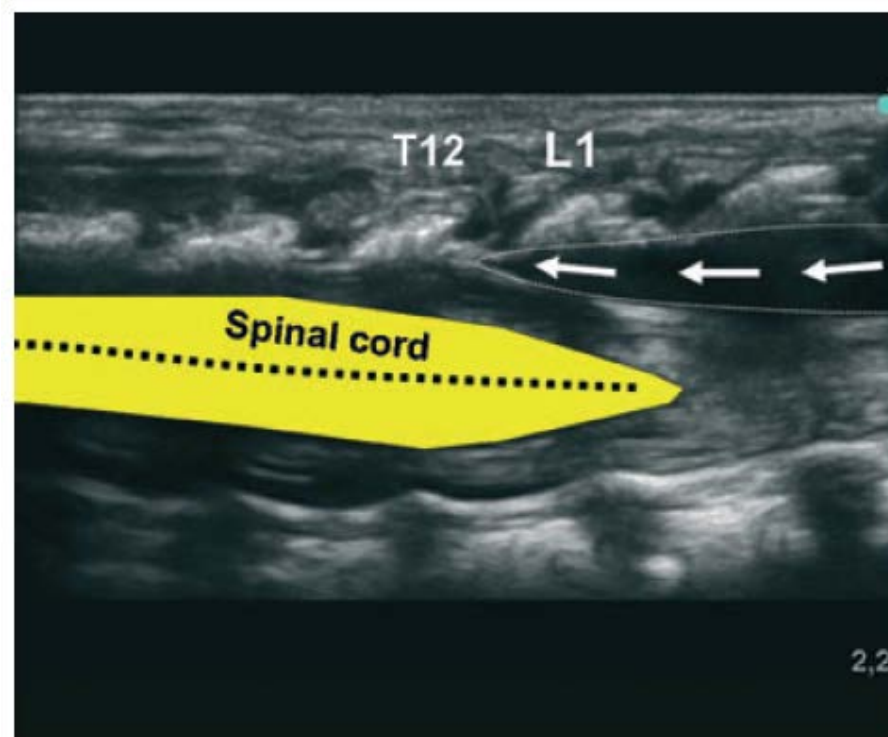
The correct epidural spread (arrows) can be nicely demonstrated by ultrasound. The anatomic spread up to a T12/L1 level is different to the clinically established height of the blockade.
